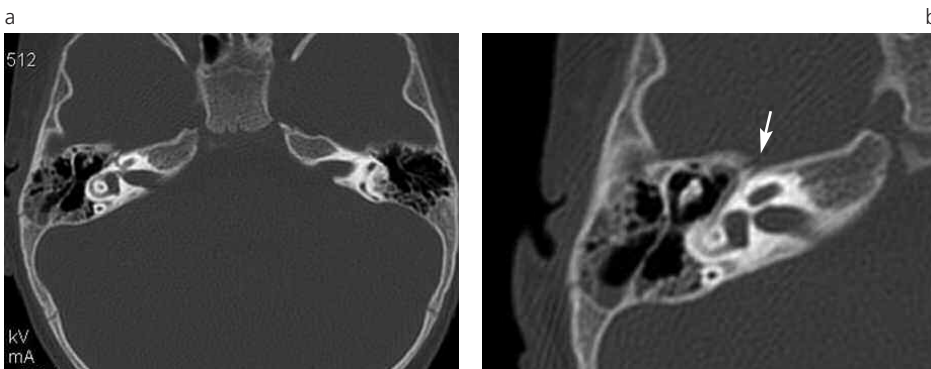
(a) (b) TC de peñascos de un niño de 1 año de edad con traumatismo de cráneo y fractura oblicua del temporal derecho. Obsérvese la fractura asociada a ocupación de celdillas mastoideas con nivel hidroaéreo.
